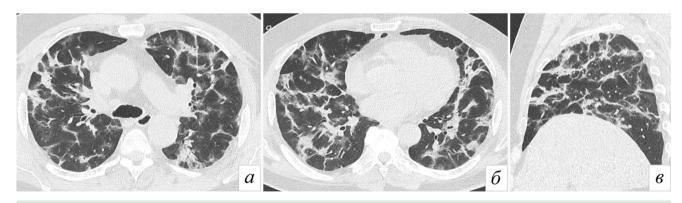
Пациент К., 55 лет. Фаза начального разрешения повреждений в легких при COVID-19. КТ ОГК в аксиальной (а, б) и сагиттальной (в) плоскостях. Множественные лентовидные полоски консолидации, перилобулярные уплотнения. Данная КТ-картина представлена паттерном ОП в сочетании с дисковидными ателектазами, которые ошибочно можно принять за фиброзные изменения
